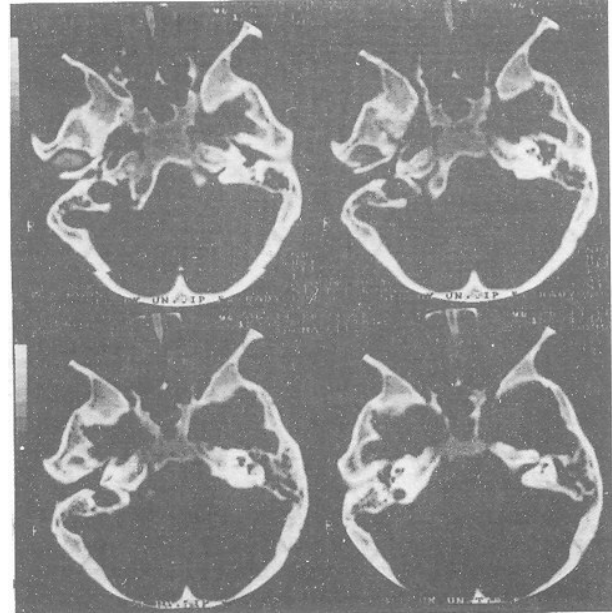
2 mm kesit kalınlığında art arda dört aksiyal BT imajında, kemik penceresinde, sağda geniş YJB görülüyor. YJB ve İAK'ın aynı anda gösterildiği iki imaj mevcuttur (Grade II YJB).
